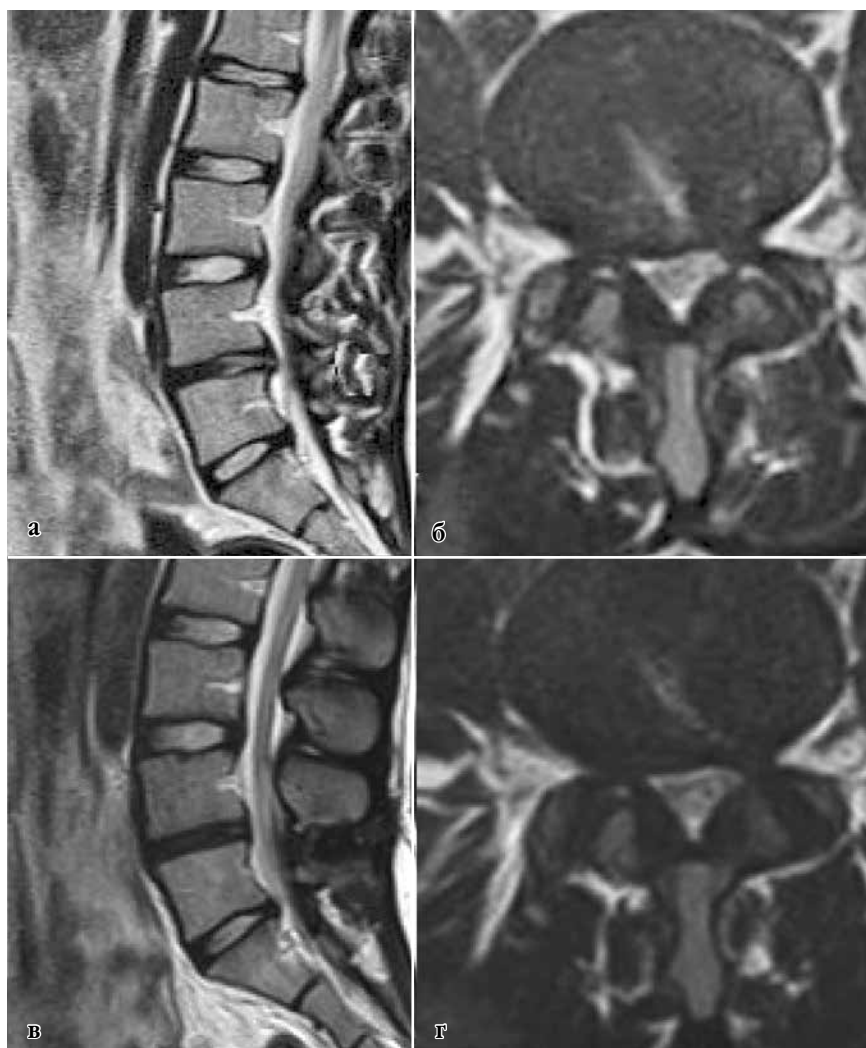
Данные контрольной МРТ поясничного отдела позвоночника пациентки Ч. 21 года через 6 (а, б) и 12 месяцев после оперативного вмешательства (в, г)
